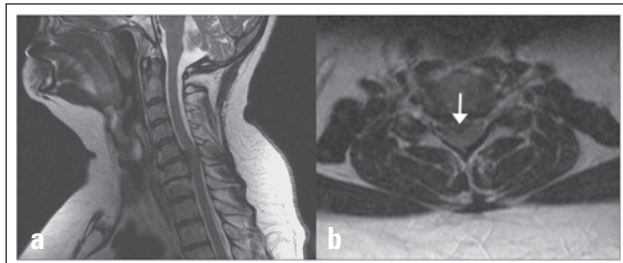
(a) MRT sagittal in T2-Gewichtung: Massenvorfall C5/C6 medial mit absoluter Wirbelkanalstenose. (b) MRT transversal in T2-Gewichtung: Massenvorfall C5/C6 medial mit absoluter Wirbelkanalstenose. Dieser Befund ist geeignet für eine ACDF.
